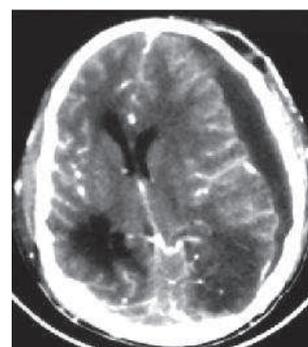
TDM cérébrale coupe axiale : empyème hémisphérique gauche chez un patient de 14 ans.
